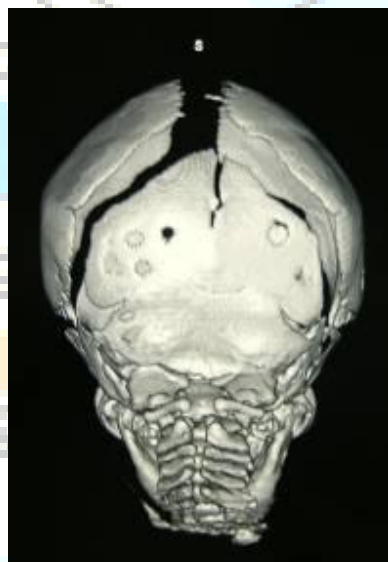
TAC cráneo: fusión de arcos posteriores
